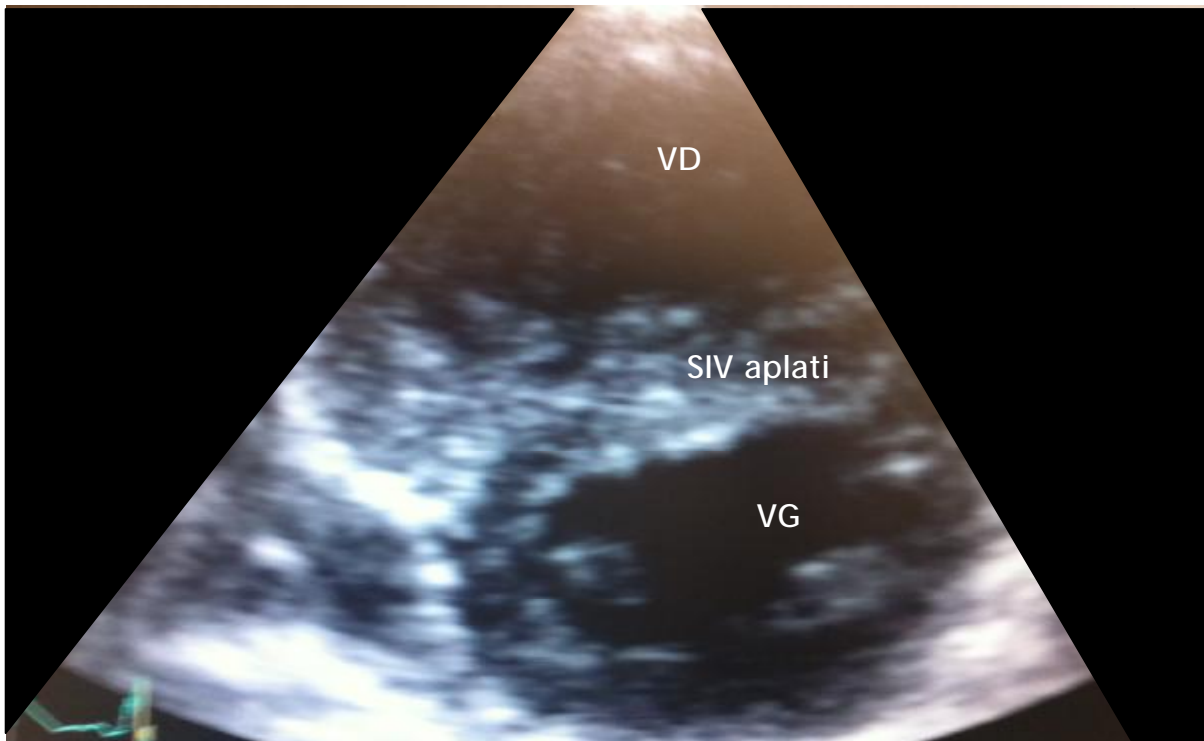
coupe parasternale petit axe passant par les piliers mitraux montrant un aplatissement du SIV témoignant d'une HTAP importante.
